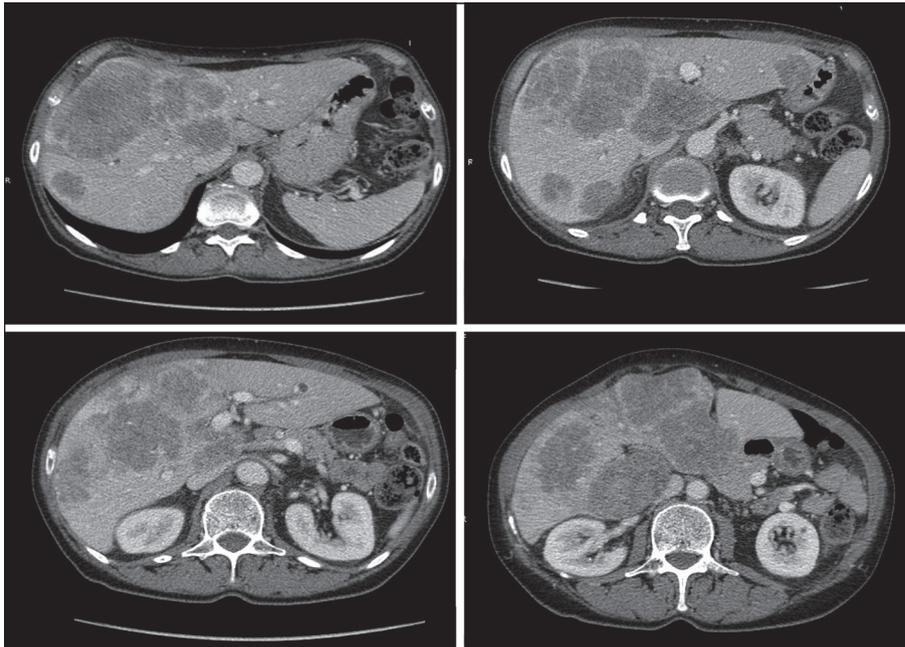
TC total body basale (dicembre 2014).
